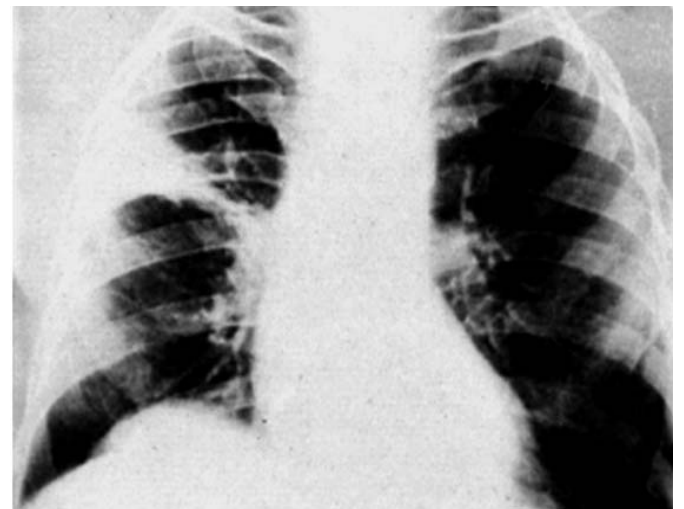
Рентгенограмма легких в прямой проекции при инфаркте легкого (наблюдение Л. С. Розенштрауха с соавт.)
